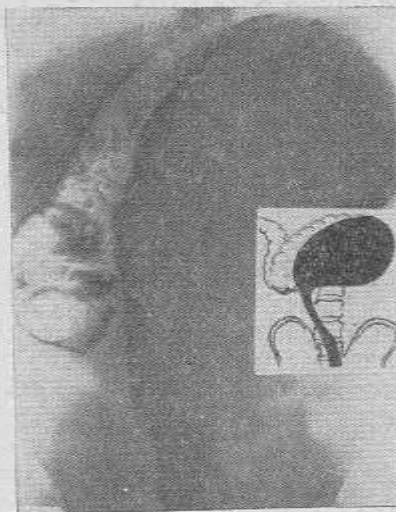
Болезнь Гиршпрунга. Больной В., 14 лет. Фотокопия рентгенограммы. Прямая кишка и дистальная часть сигмовидной сужены — аганглионарная зона. Вышележащие отделы толстой кишки расширены. Наблюдение В. И. Веретенкова.
